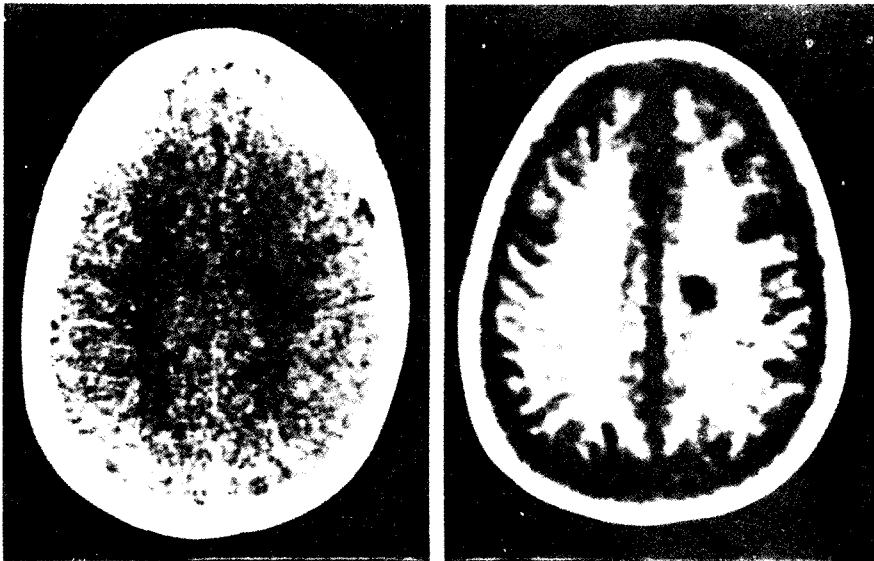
空間占有病巢 (space-occupying lesion) A. CT, B. IR<sub>1400/400</sub>, C. IR<sub>1200/200</sub>
